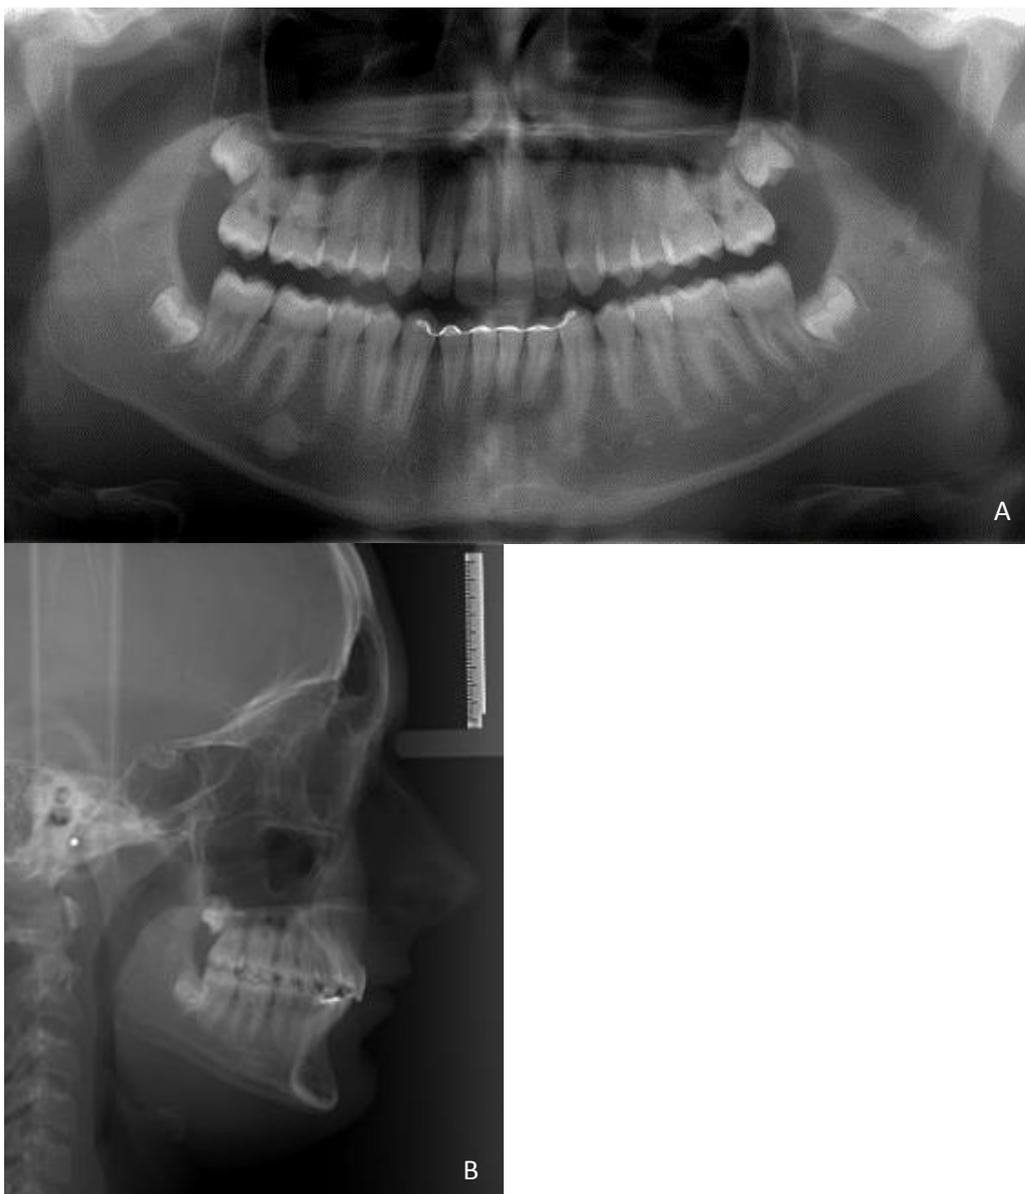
(A-B): Radiografia panorâmica e Telerradiografia final.
